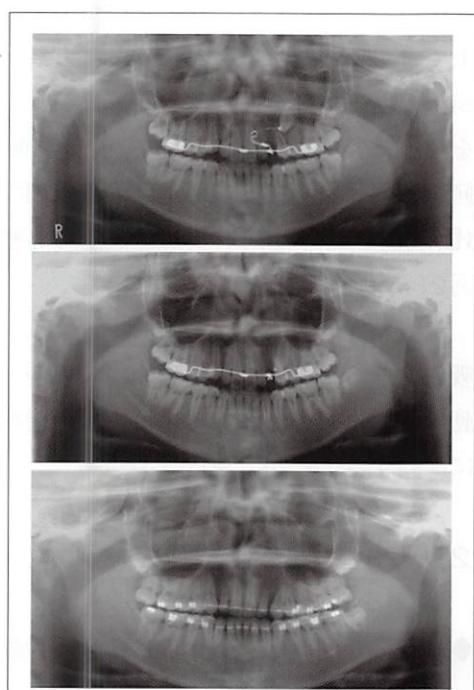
<症例4> 埋伏歯牽引中のパノラマX線写真
